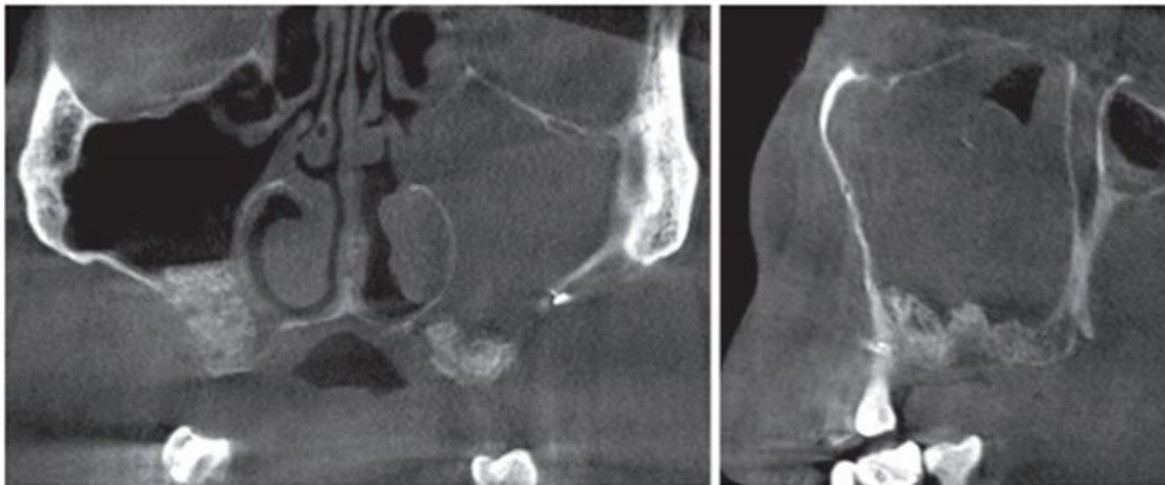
Пациент М., 65 лет. Конусно-лучевая компьютерная томограмма через 2 нед после синуслифтинга. Зуб 2.7 удален, но в левой верхнечелюстной пазухе идет гнойно-воспалительный процесс.
